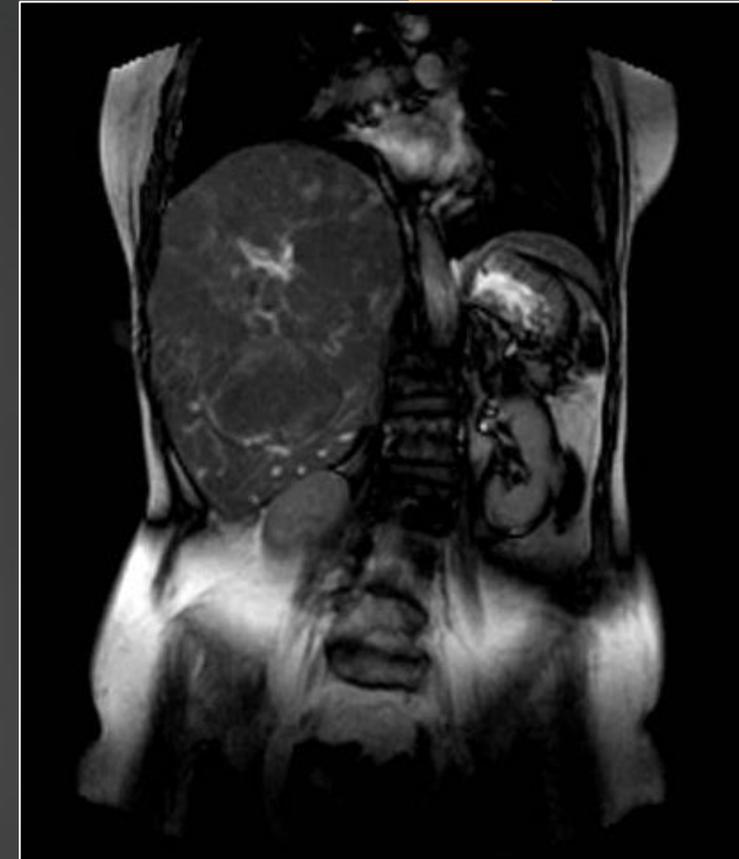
Corte coronal de resonancia magnética de abdomen y pelvis con gadolinio.
